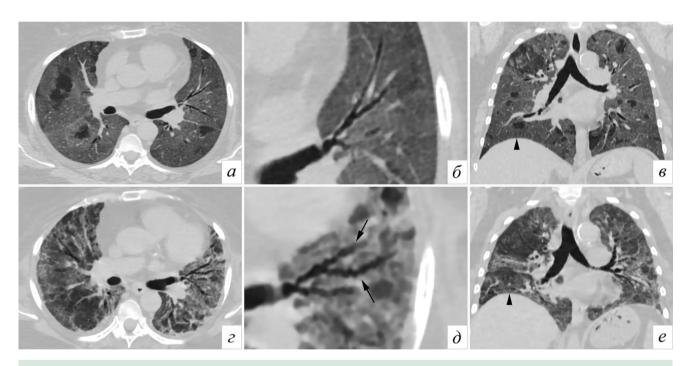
Пациентка Ф., 60 лет. COVID-19 (ПЦР+). КТ ОГК в аксиальной плоскости (а, г), корональной проекции (в, е) и увеличенные фрагменты (б, д) на соответствующих уровнях. Верхний ряд — исследование от 23.11.2020, нижний ряд — исследование от 25.12.2020. На фоне неоднородных уплотнений в обоих легких отчетливо видно появление тракционных (варикозных) бронхоэктазов в верхней доле слева (стрелки), которые отсутствовали ранее. В остальных отделах лёгких подобная деформация отсутствует. Также в динамике отмечается общее уменьшение объёма лёгких при одинаковой глубине вдоха (в, е), высокое положение купола диафрагмы (головки стрелок). Изменения могут быть потенциально обратимы
